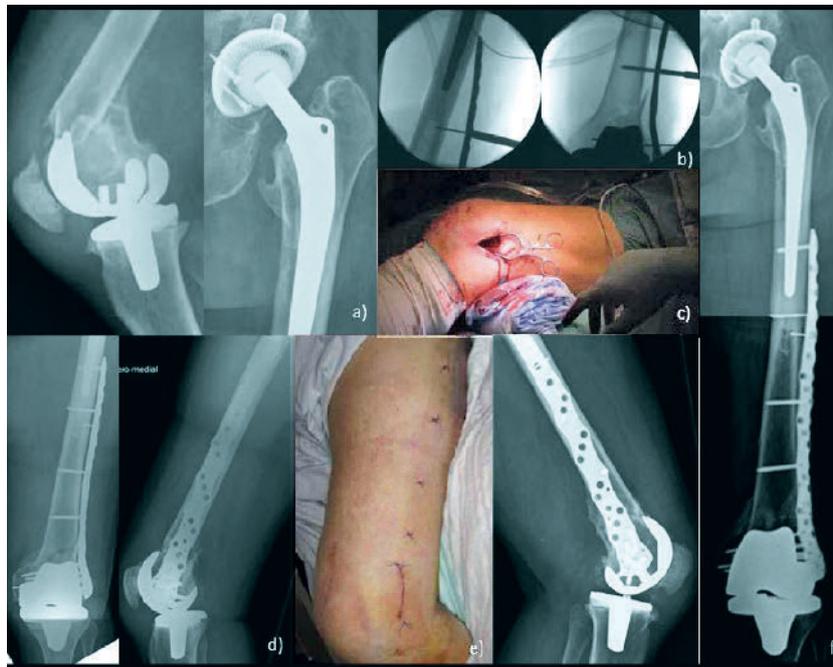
a–f a) Pires-2A-Fraktur mit einliegendem Oberflächenersatz, sowie simultan einliegender zementierter Hüftendoprothese; b) intraoperative Darstellung, minimalinvasives Vorgehen, Reposition über die Ligamentotaxis und Sicherung mittels einer von distal eingeschobene NCB-PP-Platte, die das Ende des Schaftes der Hüftendoprothese überbrückt; c) intraoperativer minimalinvasiver Zugang; d) postoperative Röntgenkontrolle; e) postoperative Wundverhältnisse; f) konsolidierte Fraktur 12 Monate postoperativ
